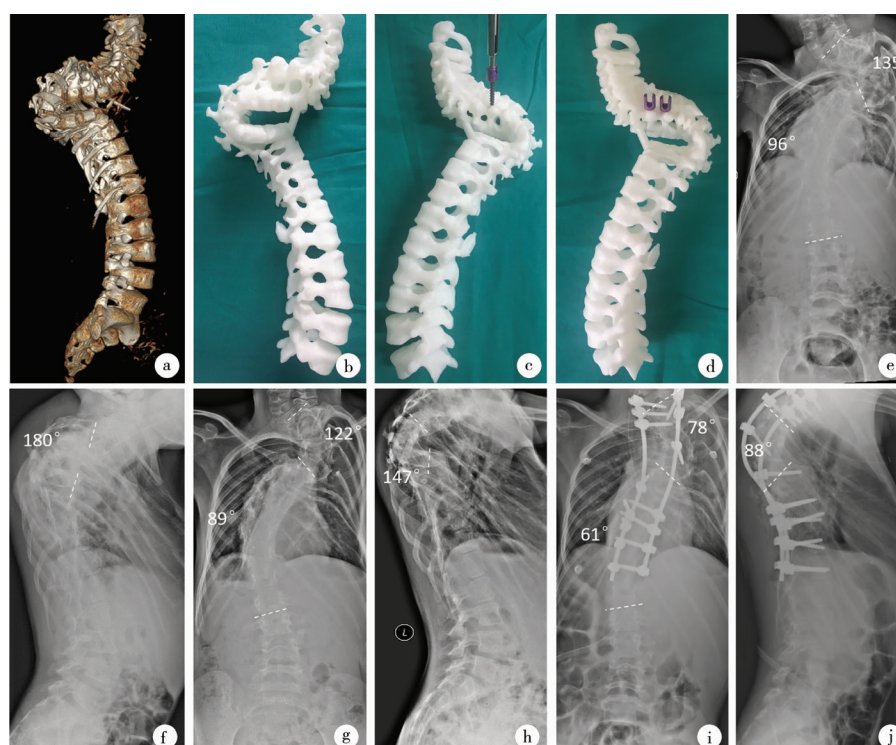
神经纤维瘤病性脊柱侧凸:拆除原内固定、后路矫形融合术 注 a. 术前三维 CT 重建; b. 根据三维 CT 数据打印的 1:1 比例 3D 模型; c、d. 术前模拟置钉, 选择合适长度及直径的椎弓根螺钉备用; e. 拆除原内固定, 牵引前正位 X 线片, 上胸弯 Cobb 角 135°、下胸弯 Cobb 角 96°; f. 拆除原内固定, 牵引前侧位 X 线片, 后凸 Cobb 角 180°; g. Halo 头环重力牵引后 30 d 正位 X 线片, 上胸弯 Cobb 角 122°、下胸弯 Cobb 角 89°; h. Halo 头环重力牵引后 30 d 侧位 X 线片, 后凸 Cobb 角 147°; i. 后路矫形内固定后正位 X 线片, 上胸弯 Cobb 角 78°, 矫正率 42.22%, 下胸弯 Cobb 角 61°, 矫正率 36.46%; j. 后路矫形内固定后侧位 X 线片, 后凸 Cobb 角 88°, 矫正率 51.11%
